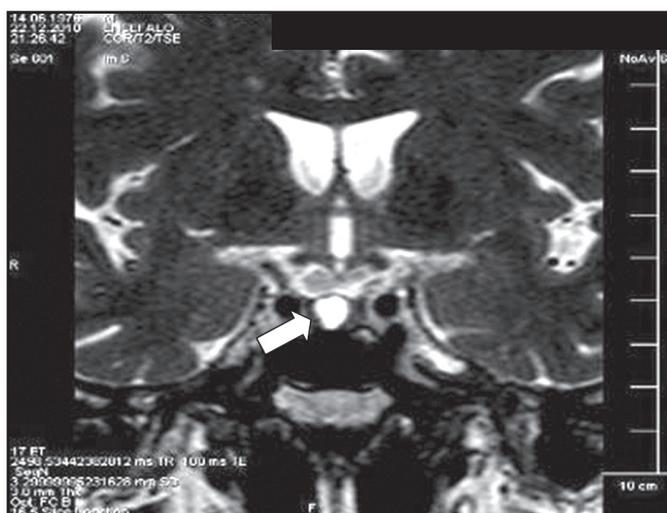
Ressonância nuclear magnética mostrando a mesma lesão hipofisária em T2
